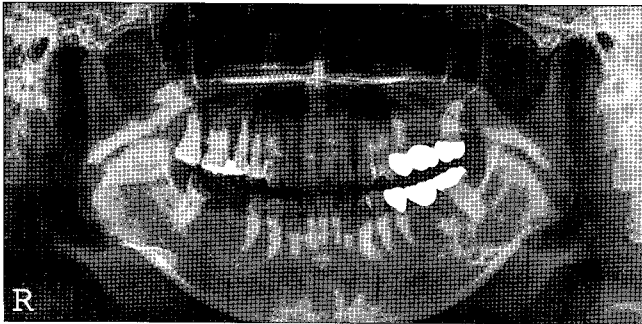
Initial orthopantomogram.
